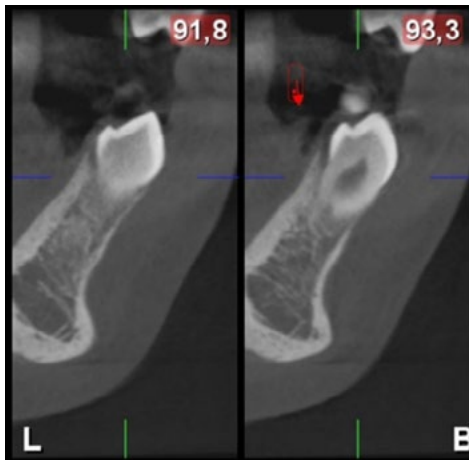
Tomografía corte transaxial
